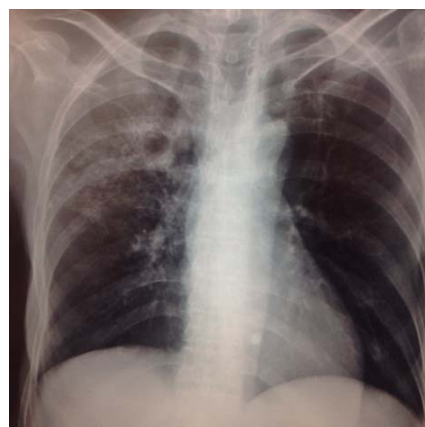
Radiografía de tórax de un paciente con tuberculosis pulmonar. Proporcionada gentilmente por el Dr. Raúl Romero Cabello.
